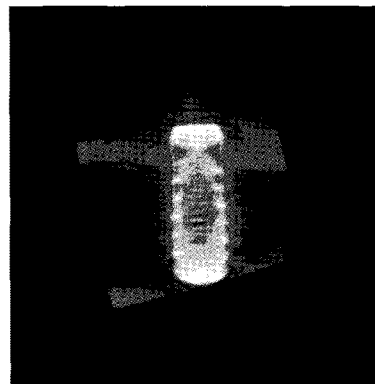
Micro CT view of machined surface implant after 4 weeks.
